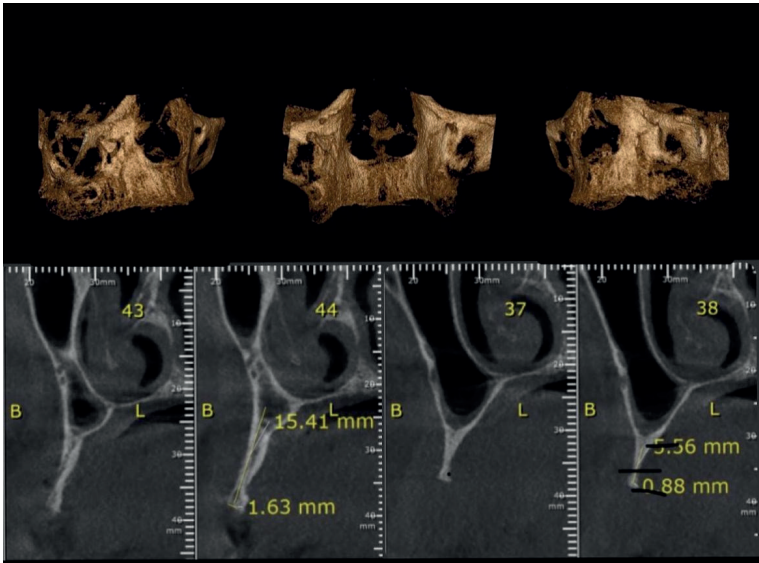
tomografia maxila
